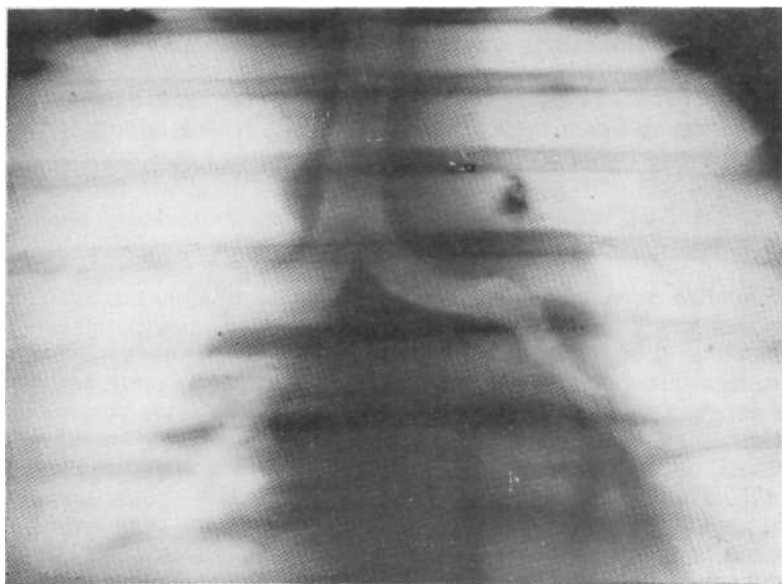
Томограмма в прямой проекции с поперечным направлением размазывания. Видны четырехугольная культя верхнедолевого бронха слева и петрификат в корне. Наличие культи подтверждено бронхоскопически. На операции выявлен туберкулезный пневмонит.
